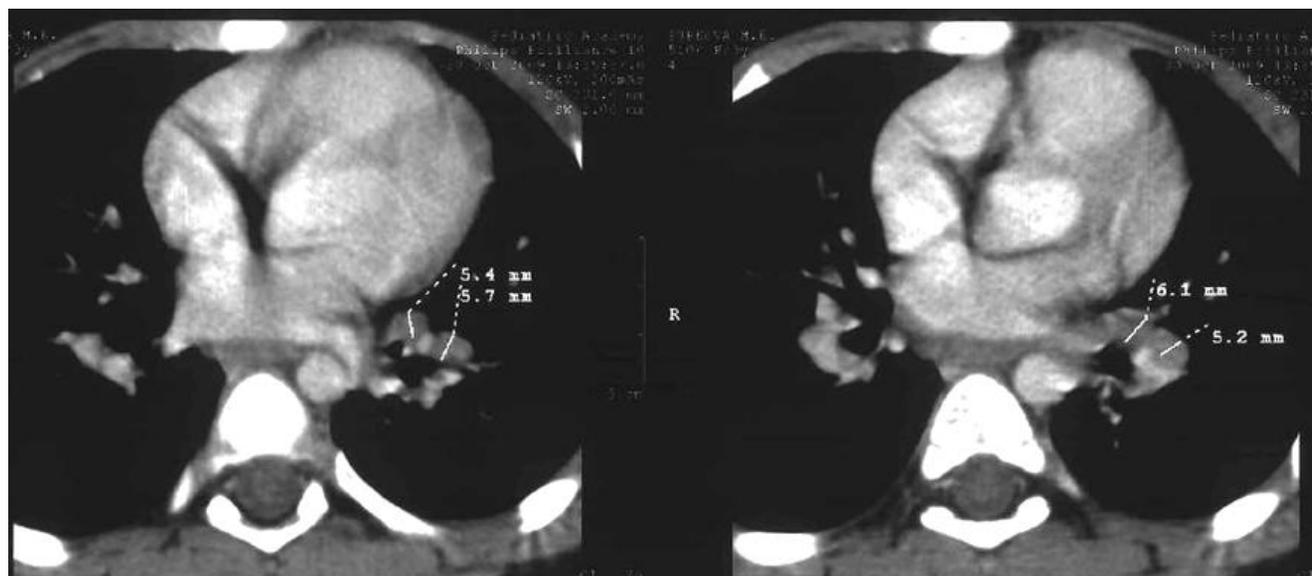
МСКТ-ангиография пациентки П., 5 лет
